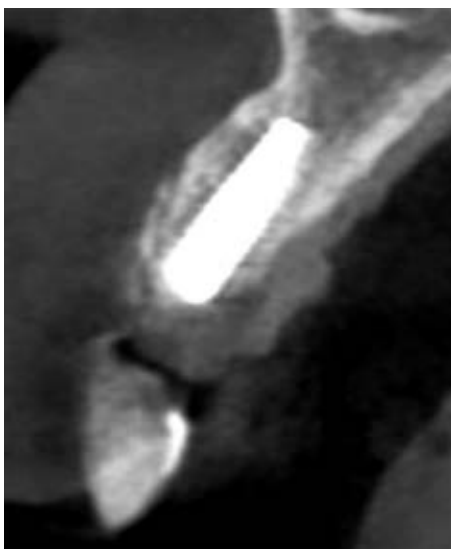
Tomografía Cone Beam. Corte transaxial. Control postquirúrgico. Implante dental en posición y cubierto de hueso en su periferia.
